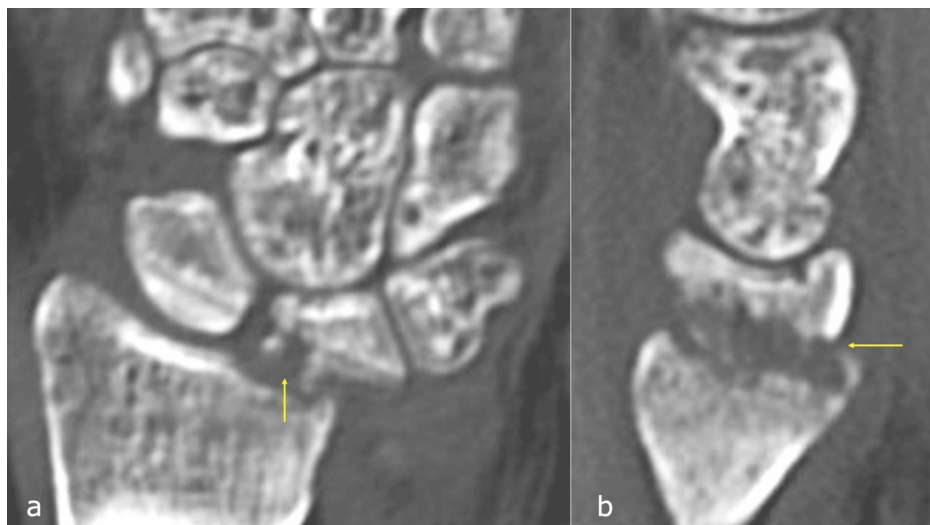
Computed tomography three weeks after Kirschner wire removal.
